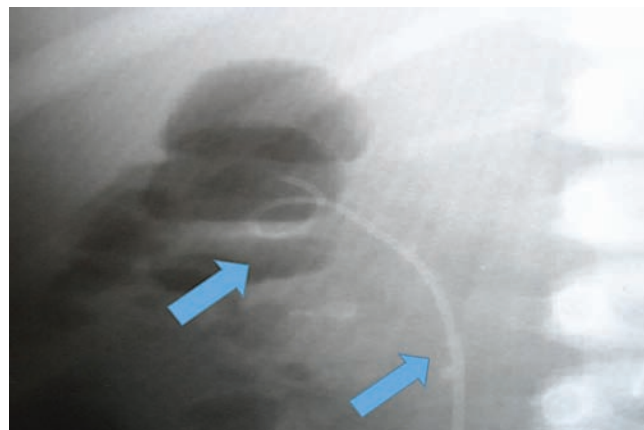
Radiografía abdominal de riñón derecho. Catéter doble J en riñón derecho, para remisión de hidronefrosis y guía de litotripsia extracorpórea con ondas de choque.
